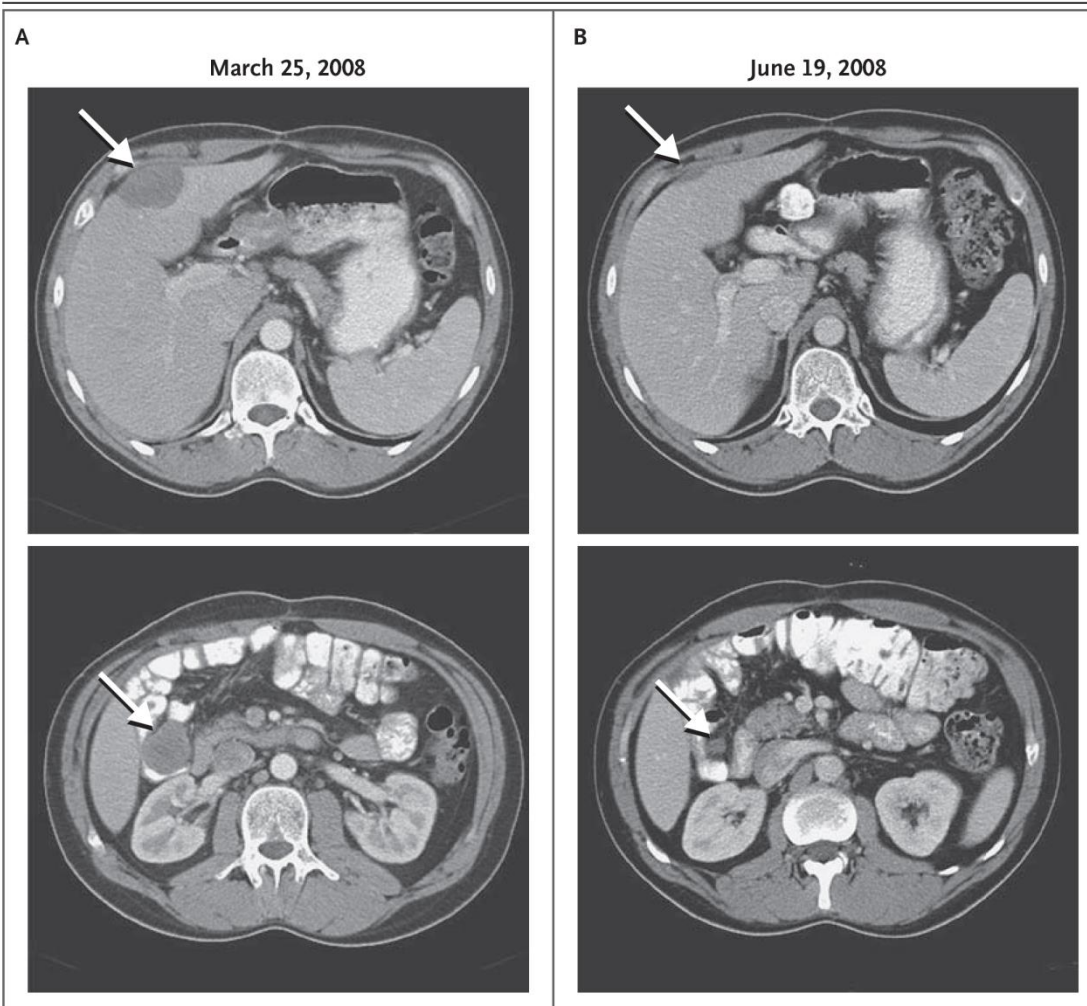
CT Scans Showing the Response to Crizotinib in Patient 1.
